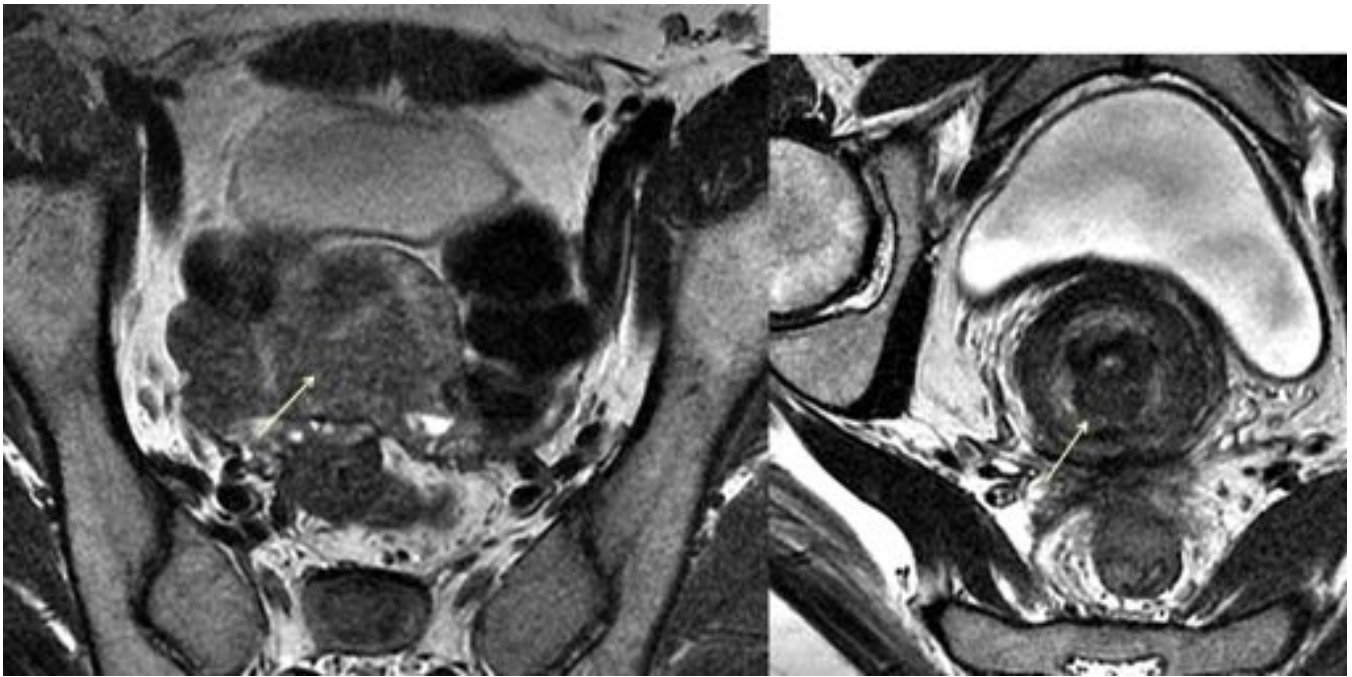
RM pelvis femenina de paciente que consulta por molestias en hipogastrio, no coincidentes con el ciclo menstrual. Secuencias T2 de alta resolución en planos transversal, sagital y coronal, así como T1 transversal. Útero aumentado de tamaño, globuloso, a expensas de un engrosamiento del miometrio por adenomiosis de tipo glandular. En la secuencia T1 varios de los focos hiperintensos muestran señal aumentada, correspondiendo a sangrado en el tejido ectópico endometrial.
